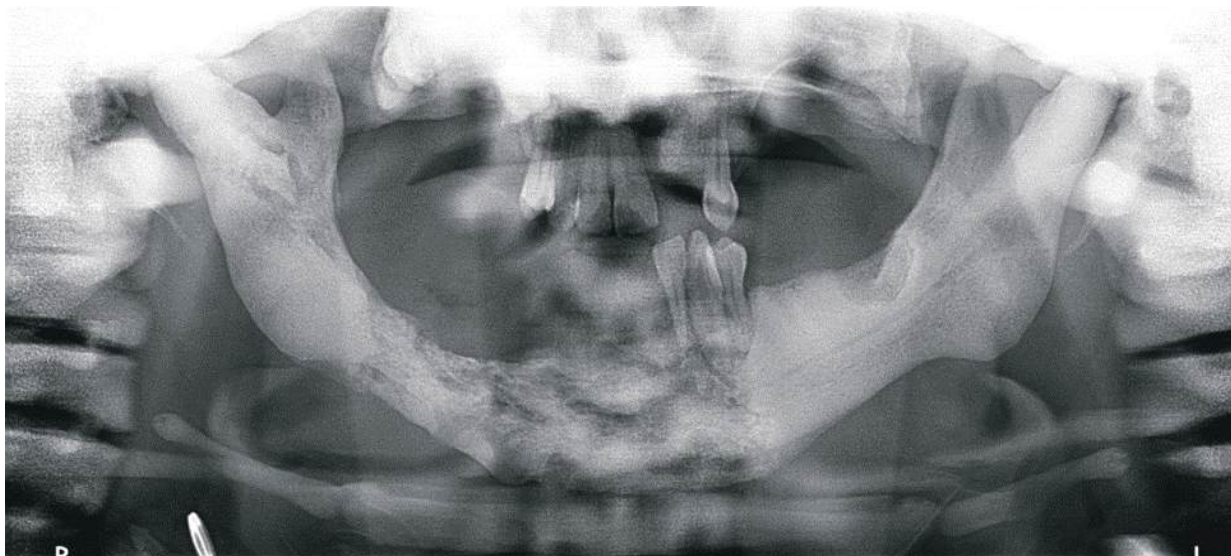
Ortopantomografía inicial.
